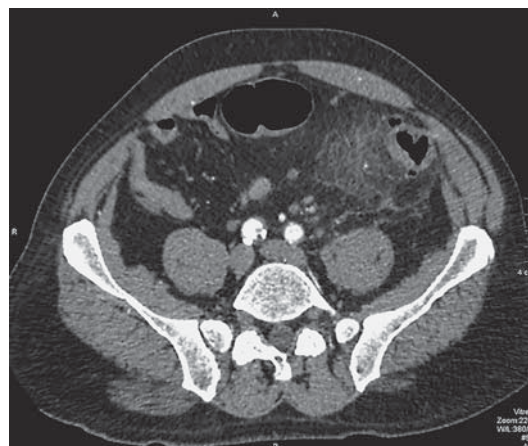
Компьютерная томограмма органов брюшной полости в аксиальной проекции. Утолщение стенок нисходящего отдела ободочной кишки с наличием дивертикулов, уплотнение околокишечной клетчатки.
